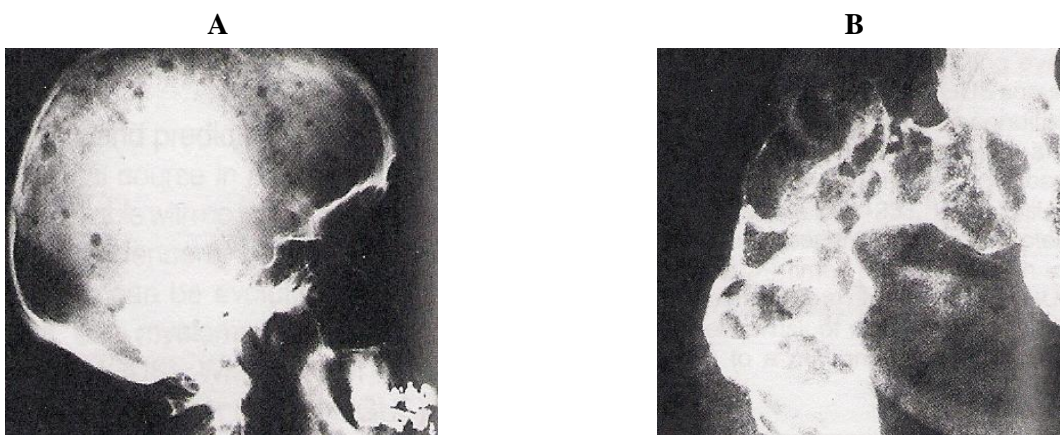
Lesões osteolíticas de um doente com Mieloma Múltiplo. Radiografia demonstrando lesões osteolíticas no crânio (A) e na cabeça e cólo do fémur (B) (adaptado de Swerdlow *et al.*, 2008).
